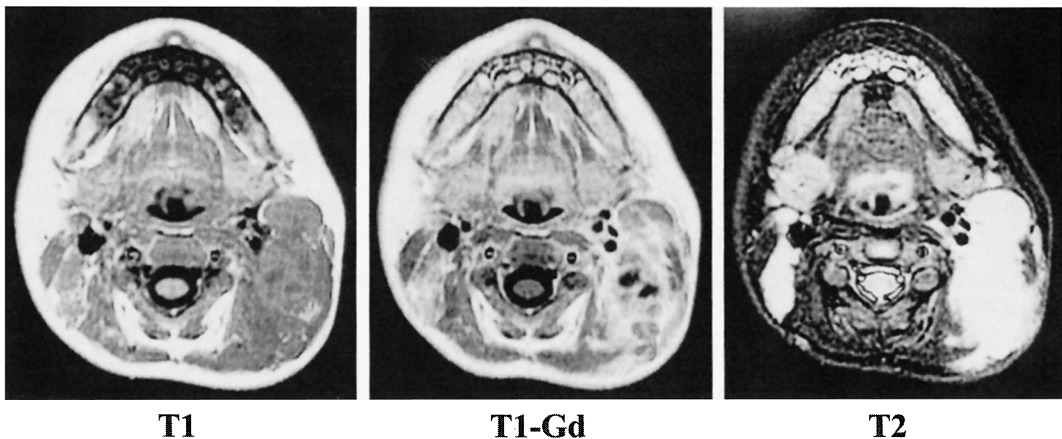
Case1 : MRI shows abscess of the deep neck
